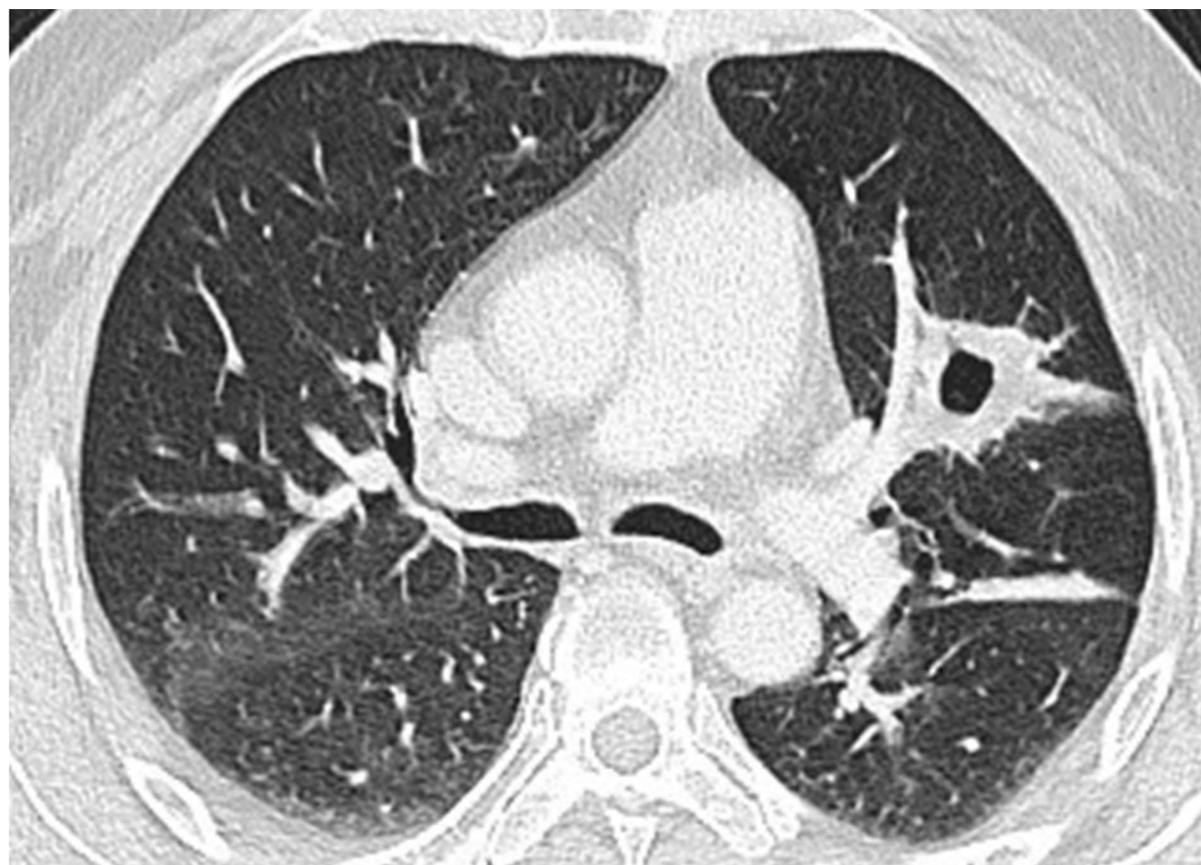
corte de TC axial en el que se observa lesión cavitada de paredes engrosadas en lóbulo superior izquierdo. El paciente presentaba clínica respiratoria, hemoptisis y afectación del tracto respiratorio superior. Fue diagnosticado de Granulomatosis con poliangeitis de Wegener.
